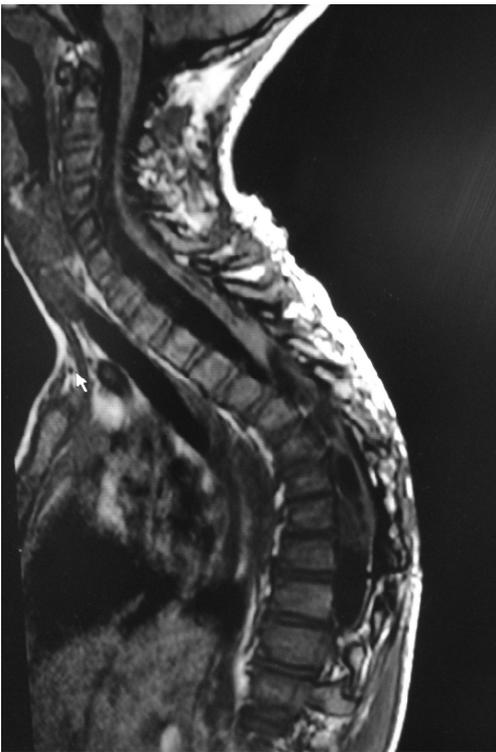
Estudio RM post operatoria.
